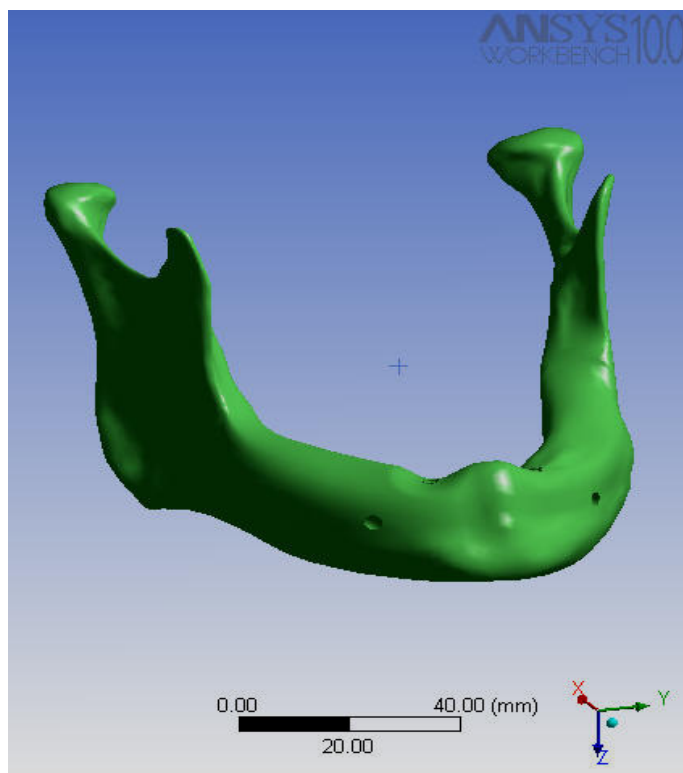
Resultados da tomografia computadorizada da mandíbula do estudo.
